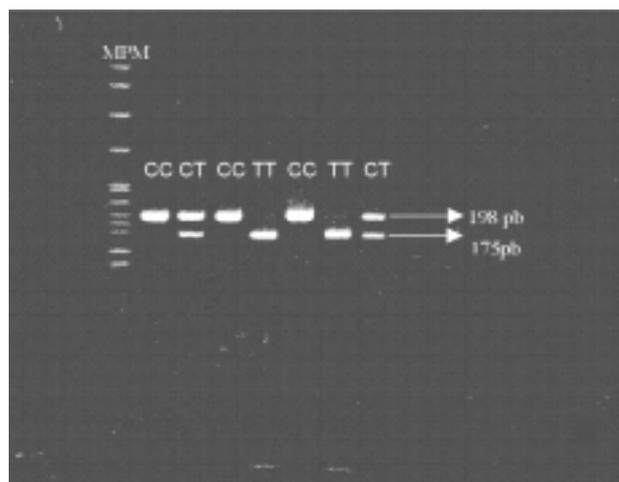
Gel de poliacrilamida 8% com resultados para o polimorfismo C677T da MTHFR. MPM (marcador de peso molecular 1Kb), CC (homozigoto normal), CT (heterozigoto) e TT (homozigoto mutante).
